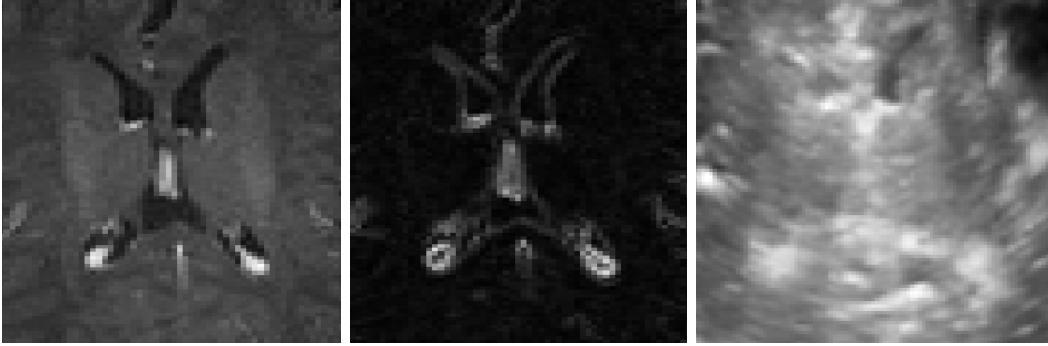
Images des ventricules pour un patient de la première cohorte. À gauche l'image IRM, au milieu le gradient de l'IRM et à droite l'image échographique.
